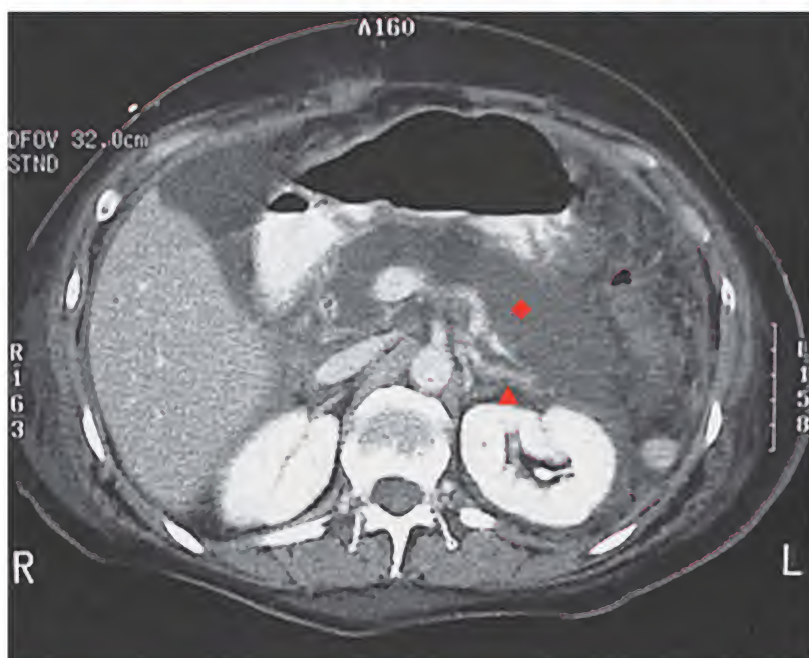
Pancreatitis aguda, tomografía computarizada
